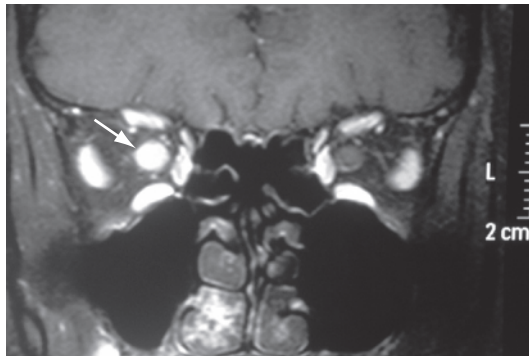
IRM orbitaire en coupe coronale (T1 après suppression de graisse et injection de gadolinium).
